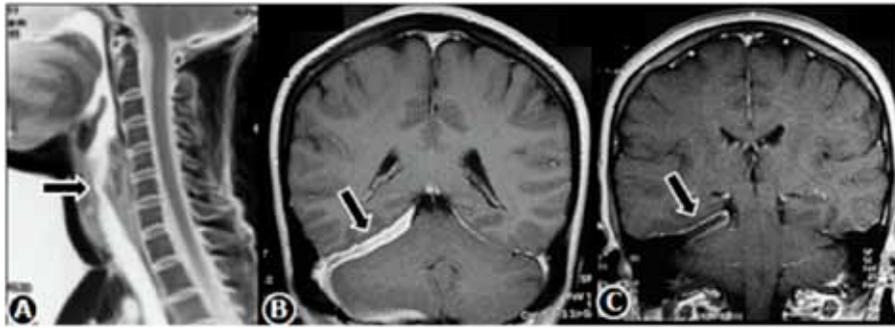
Resonancias magnéticas: (A). Estenosis traqueal subglótica. Proyección sagital; (B). Cerebral en proyección coronal y potenciada con Gadolinium®: paquimeninge tentorial y pericerebelosa engrosada; (C). Disminución del grosor por efecto corticosteroide oral.
